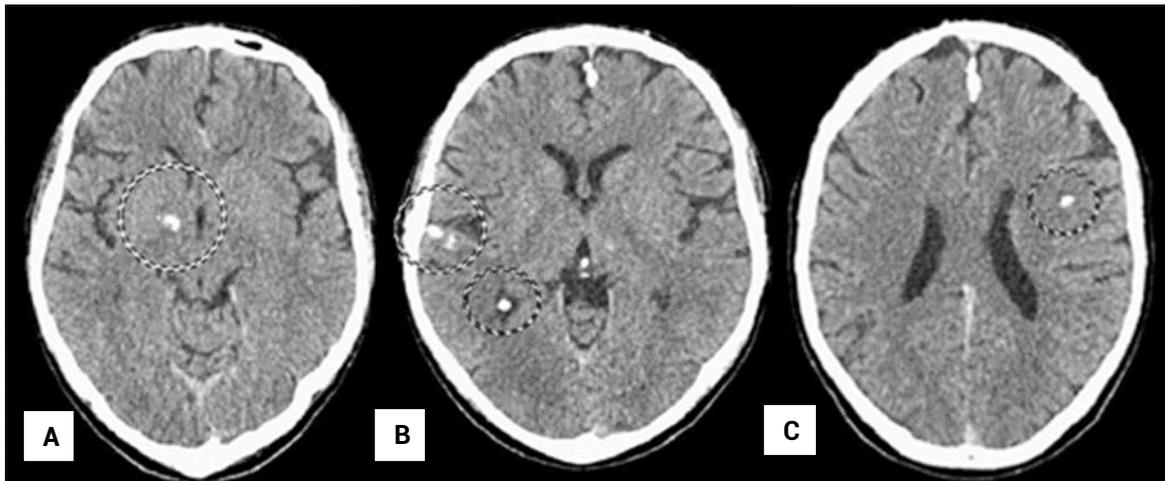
TAC de cráneo 8 meses después de iniciado el tratamiento, donde se observan imágenes hiperdensas, irregulares, localizadas en tálamo derecho (A), zona parietotemporal derecha (B) y sustancia blanca izquierda (C)
